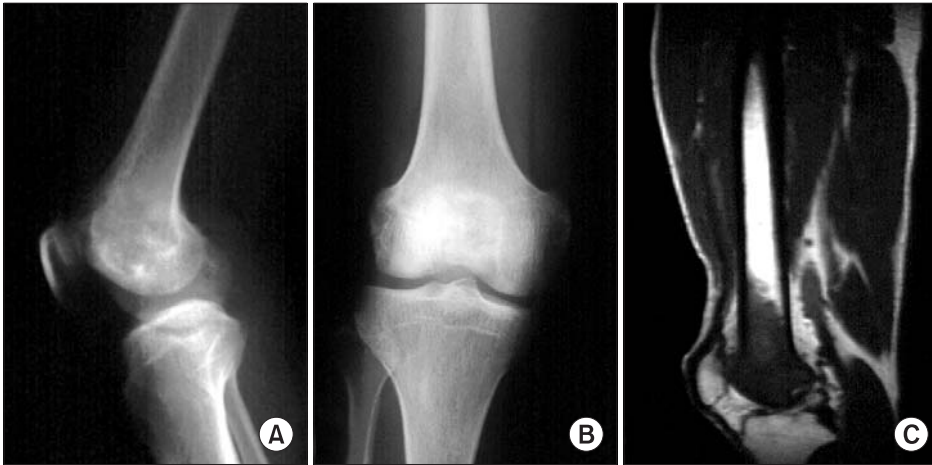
46 years-old male patient. Pre-operative radiograph shows osteosarcoma in the distal femur which invade articular cartilage and knee joint (A, B, C).
